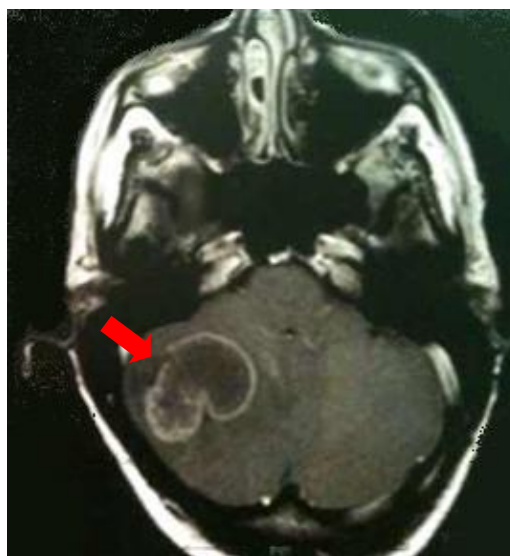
RMN crânio-encefálica em corte coronal
